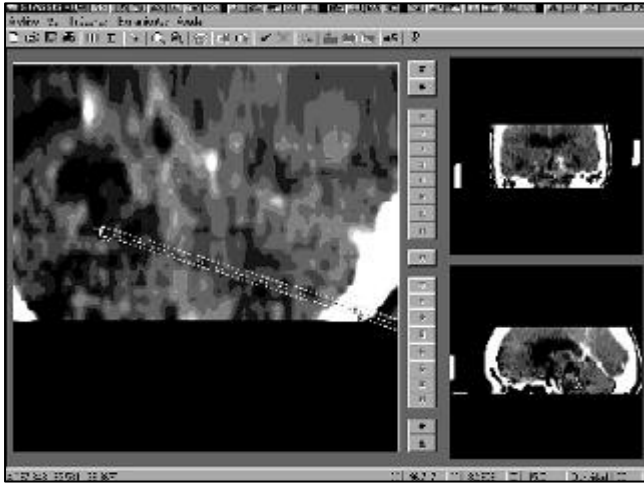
Se muestra la selección sobre la imagen de TAC de varios puntos y una trayectoria transcerebelosa para la toma de la biopsia y aspiración de la porción quística de una lesión localizada en tallo cerebral, región pontomesencefálica.
